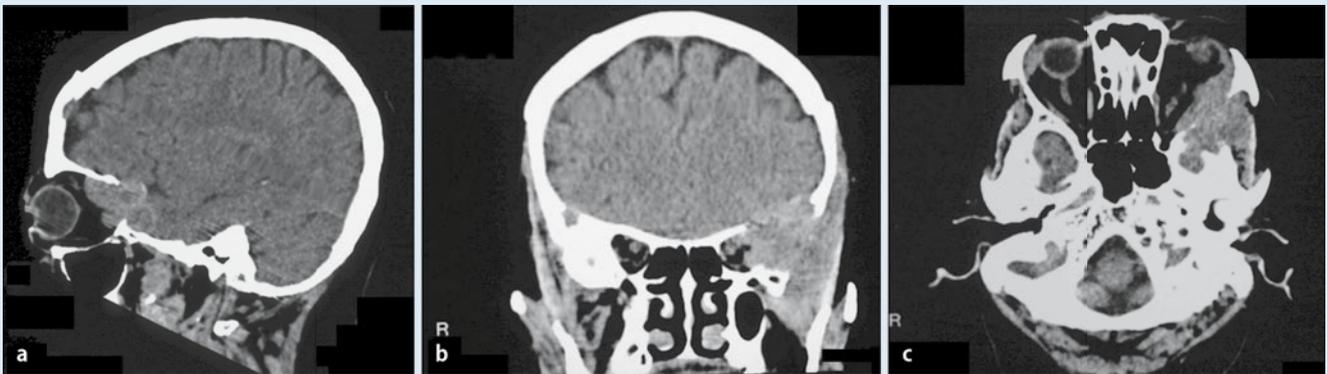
▲ Patientin 10: a sagittales, b koronares, c axiales CT der Orbita mit Beteiligung der extrakalen Anteile des orbitalen Gewebes sowie Knochenbeteiligung, insbesondere der mittleren Schädelgrube, des Orbitadachs und der tiefen lateralen Wand
